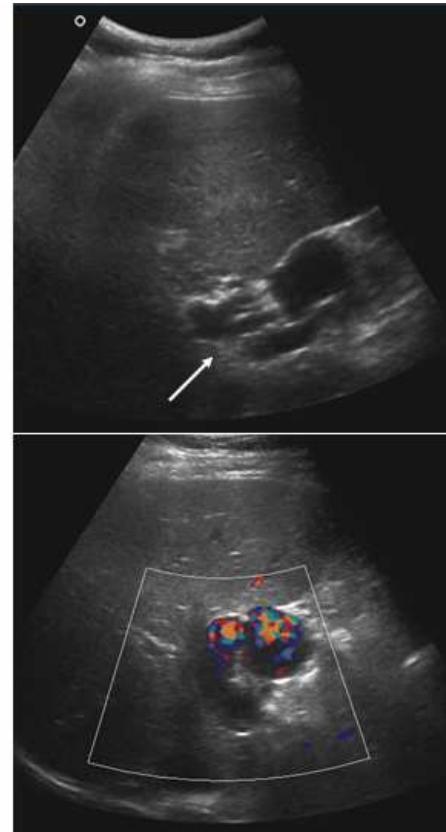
CAVERNOMATOSIS PORTAL. Paciente Con antecedentes de cateterización venosa umbilical en época neonatal. En eco-Doppler se observan colaterales en hilio hepático (flecha).
